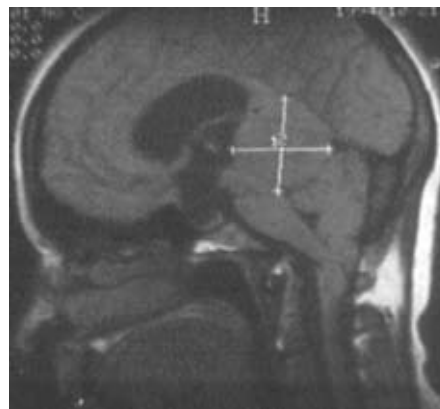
МРТ-картина менингиомы свободного края намета мозжечка задне-срединного расположения
